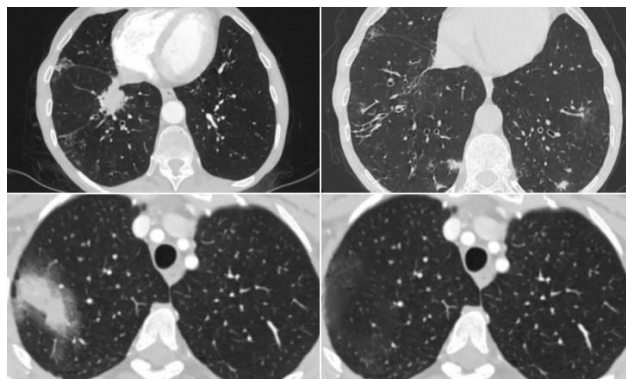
Рентгенологическая динамика полигонального фокусного уплотнения нижней доли правого легкого с лучистым контуром на фоне билатеральных бронхоэктазий и уплотнения с размытым контуром в верхней доле правого легкого в группе ВПЗТ во время стационарного лечения в ФГБНУ ЦНИИТ
